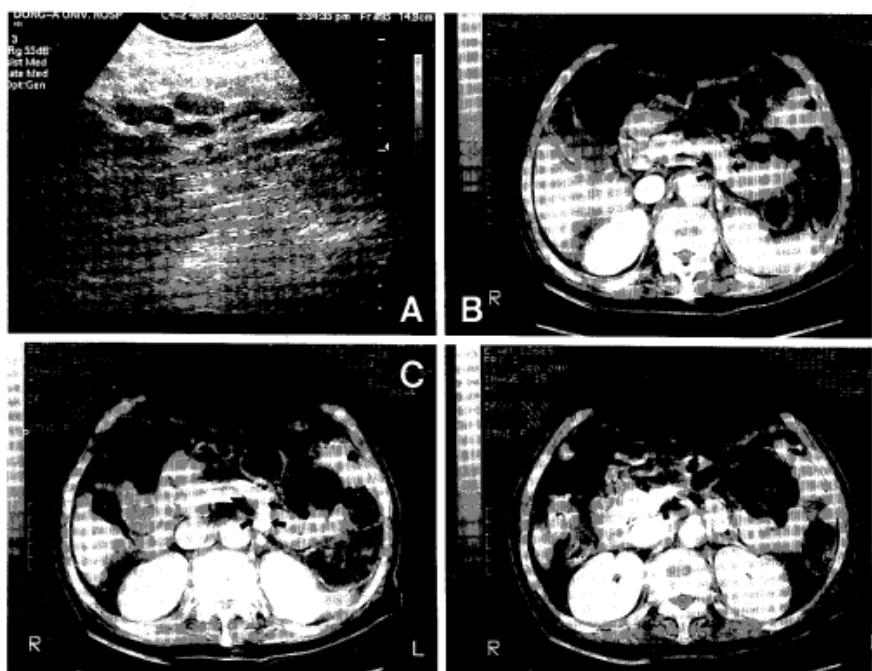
These abdominal ultrasonography and CT demonstrate multiple, tortuous and abnormal vessels with porto-systemic shunt. The black arrows reveal porto-systemic shunt between portal vein and anomalous vessels in front of left kidney.
